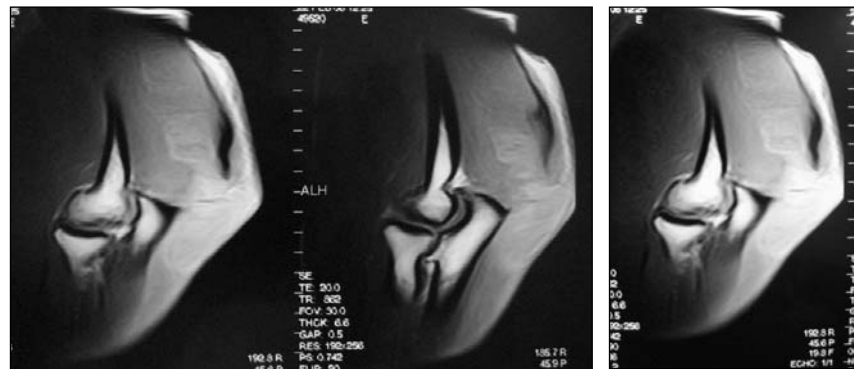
Resonancia magnética que muestra la desinserción del tendón distal del músculo tríceps.
